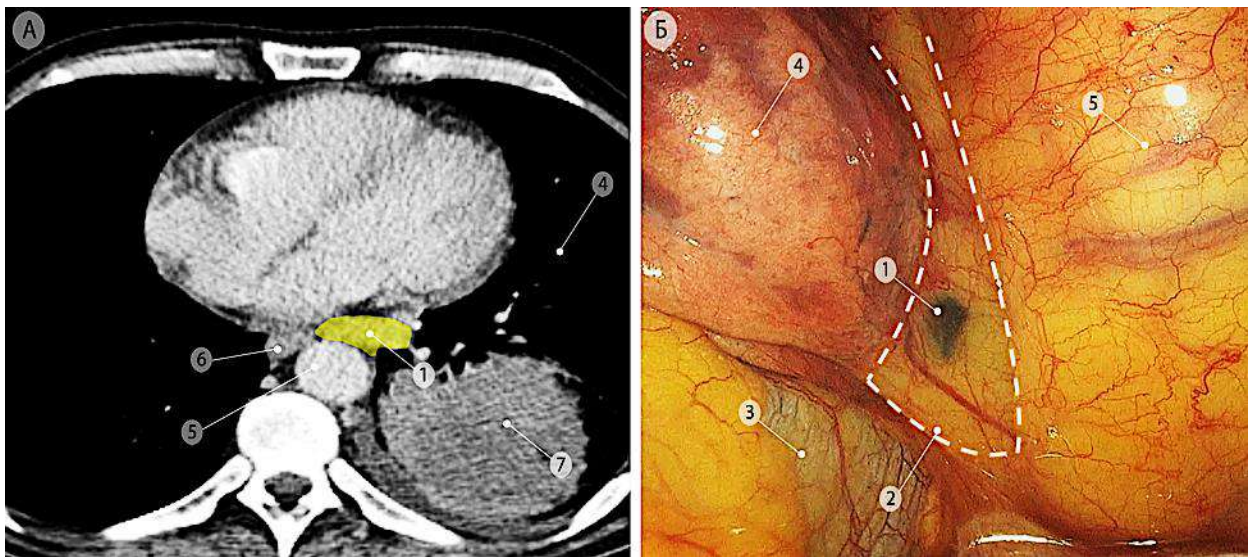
Лимфатические узлы левой лёгочной связки (группа 9L), отмечены жёлтым цветом. а – компьютерная томограмма (аксиальная проекция); б – интраоперационная эндоскопическая фотография. Пунктирной линией показаны границы подлежащего удалению блока клетчатки с лимфатическими узлами. 1 – лимфатические узлы левой лёгочной связки (группа 9L); 2 – левая лёгочная связка; 3 – перикард; 4 – нижняя доля левого лёгкого; 5 – нисходящая часть грудной аорты; 6 – пищевод; 7 – опухоль нижней доли левого лёгкого
